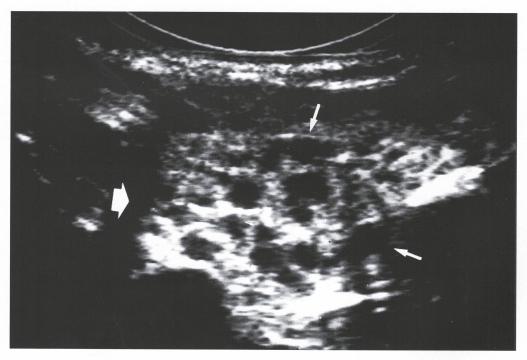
Parotiditis aguda recurrente. Ultrasonografía muestra la glándula parótida afectada (cabeza de flecha), con múltiples imágenes nodulares hipoecogénicas en el parénquima (flechas).
